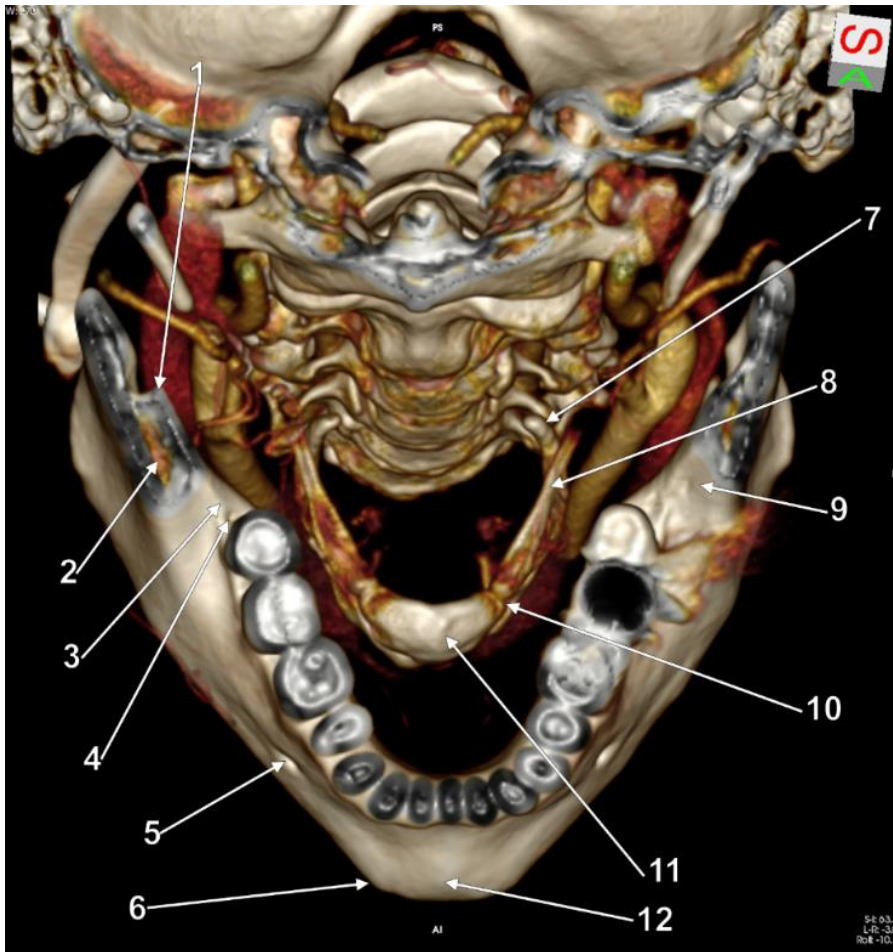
Substratul osos la nivelul planșeului bucal. Vedere antero-superioară. Randare tridimensională, tomografie computerizată. 1.spina Spix; 2.canalul mandibular; 3.trigonul retromolar; 4.gaură retromolară; 5.gaura mentală; 6.tubercul mental; 7.cornul superior al cartilajului tiroid; 8.cornul mare al hioidului; 9.fosa retromolară Fischer; 10.diartroza hioidiană; 11.corpul hioidului; 12.protuberanța mentală.
